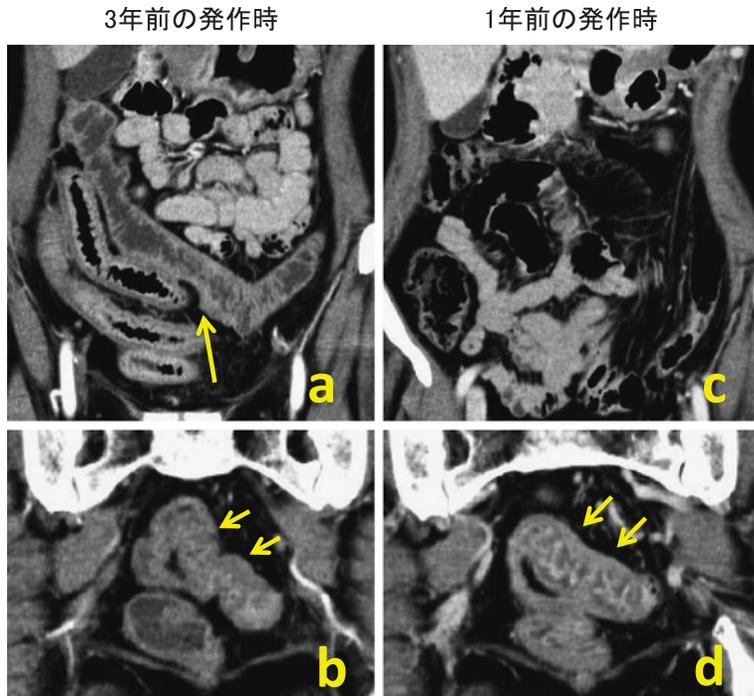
過去の発作時のCT所見：3年前の発作時は遠位回腸とS状結腸に浮腫を認めたが (a, b), 1年前の発作時はS状結腸に浮腫を認め (c), 遠位回腸には認めなかった (d).
